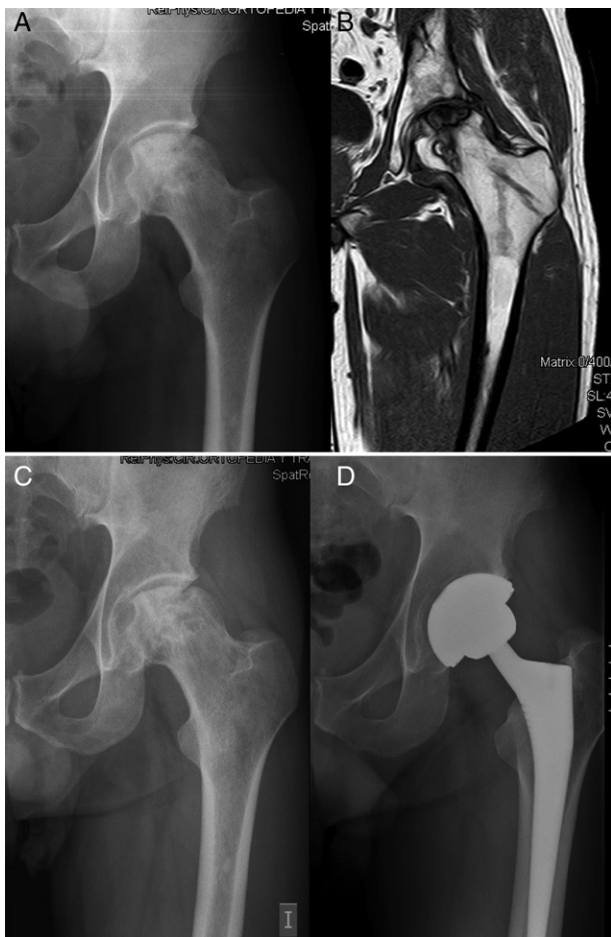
Necrosis cefálica extensa Ficat II en un paciente de 36 años. Rx preoperatoria anteroposterior (A) y RMN (B) de la cadera izquierda. Evolución hacia el colapso a los 23 meses (C) y rescate con una artroplastia total de cadera (D).
